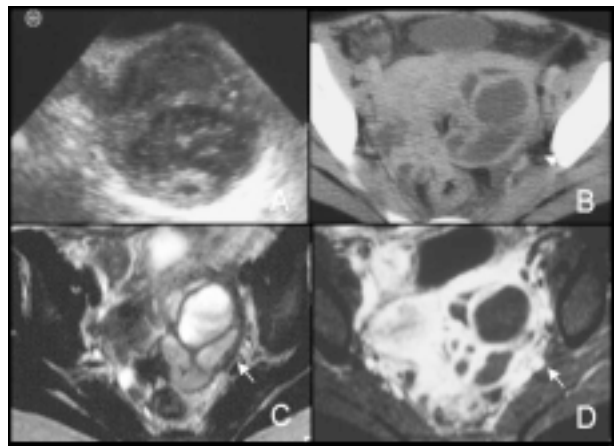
Abscesso tubo-ovárico em mulher com história de dor abdominal e metrorragias com três semanas de evolução. Há duas semanas tinha retirado dispositivo intra-uterino devido ao seu mal posicionamento. Ecografia transvaginal (A) revela lesão anexial complexa. Na TC observa-se lesão anexial esquerda condicionando desvio do útero para a direita. Caracteriza-se por lesão complexa, septada, com áreas quísticas, de parede espessada e de limites mal definidos. No corte axial ponderado em T2 as diferentes locas encontram-se preenchidas por conteúdo hiperintenso ligeiramente heterogénico, correspondendo a pús. No corte axial ponderado em T1 com supressão de gordura após a administração de contraste observa-se intensa captação da parede e dos seus septos bem como da gordura regional traduzindo alteração inflamatória regional (seta).
